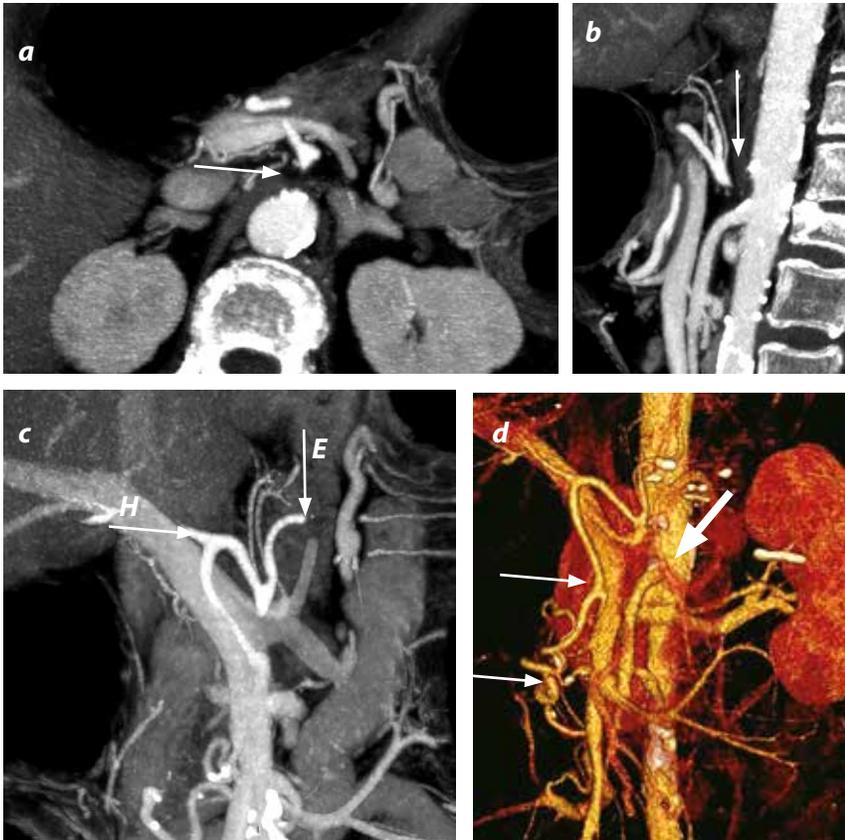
Tomografía computarizada (TC) abdominal tras la administración de medio de contraste yodado endovenoso. a, b y c) Reconstrucciones MIP, axial, sagital y coronal. d) Reconstrucción 3DVR, coronal. Se muestra agenesia del tronco celiaco (flechas en a y b), con características similares a las del otro paciente, aunque con configuración en “V” y vascularización colateral pancreatoduodenal, originada en la AMS (flecha gruesa en d). La arcada pancreatoduodenal se comunica con las arterias hepática y esplénica (flechas largas en d).
